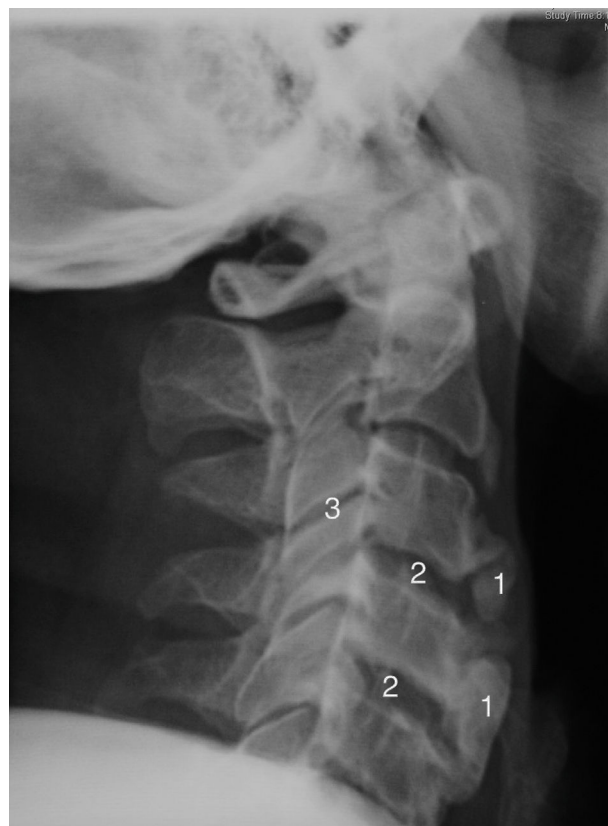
Radiografía cervical lateral (2009). Se aprecia osificación del ligamento anterior cervical, que afecta en mayor medida al segmento inferior cervical (1), los espacios intervertebrales (2) y las articulaciones interapofisarias están conservadas (3).
